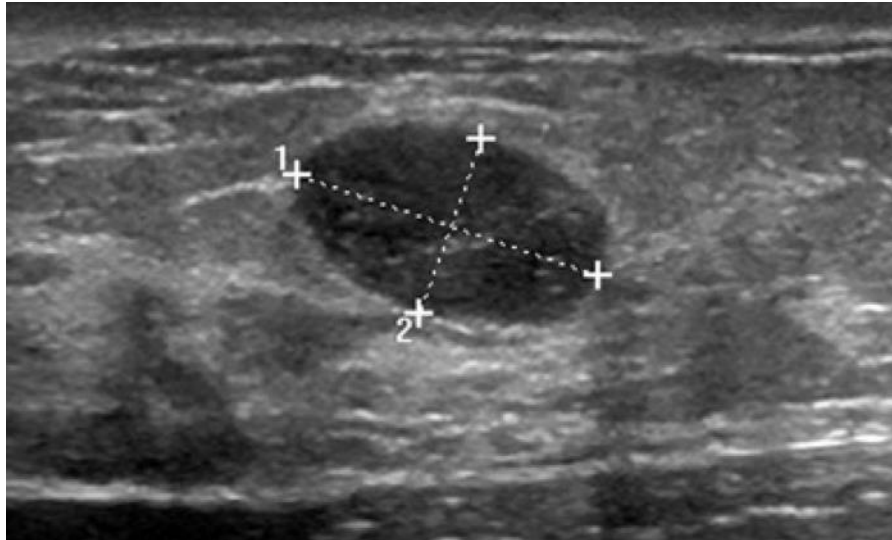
Immagine di carcinoma mammario tramite Ecografia²⁵
